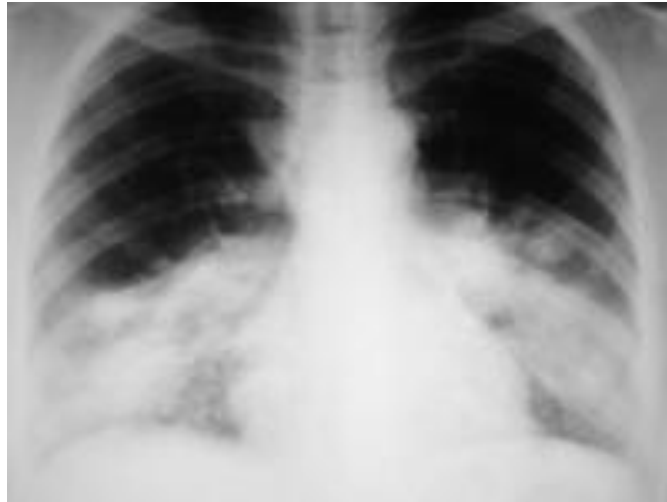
Radiografía de un paciente de 53 años con neumonía por *Legionella pneumophila*, se muestra la consolidación del microorganismo en los lóbulos inferiores<sup>40</sup>
